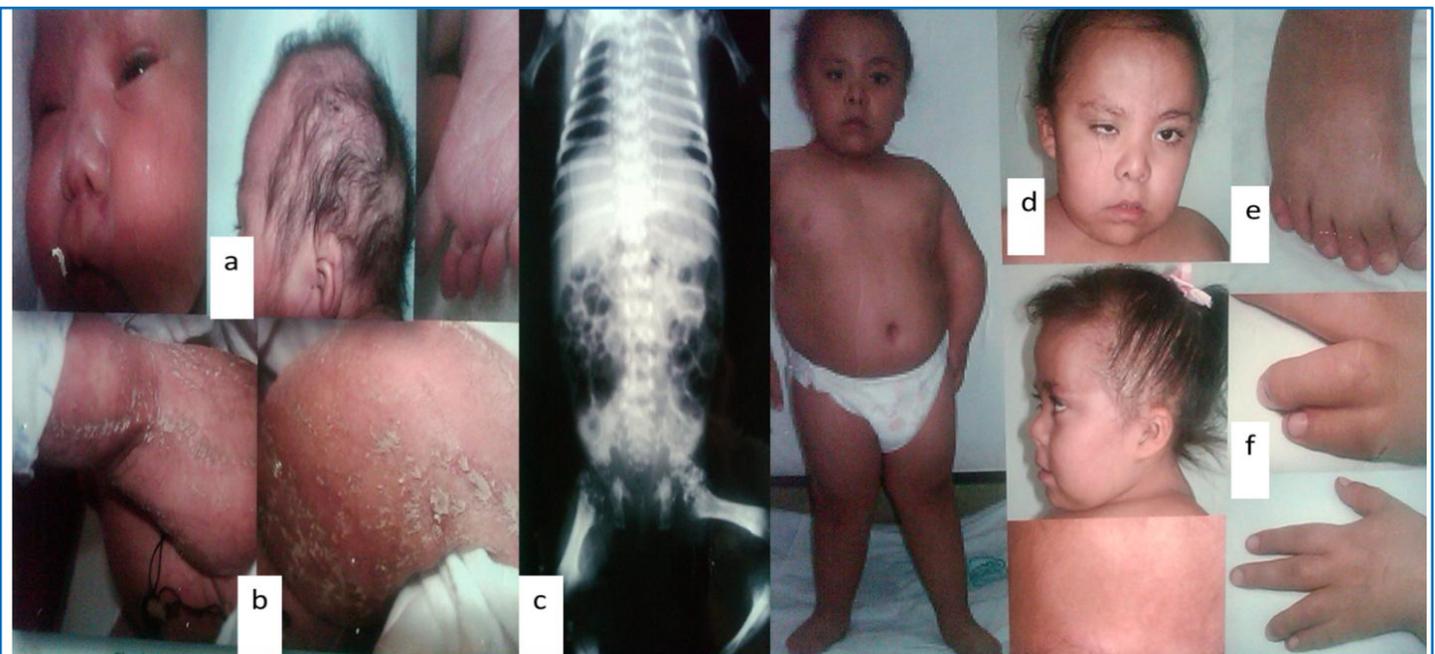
a. Regiones de alopecia, b. Ictiosis, c. Radiografía que muestra puntilleo en epífisis (condrodysplasia punctata), acortamiento rizo-mélico. d. Ceja escasa, e. Polidactilia, f. Sindactilia parcial entre cuarto y quinto dedo.
